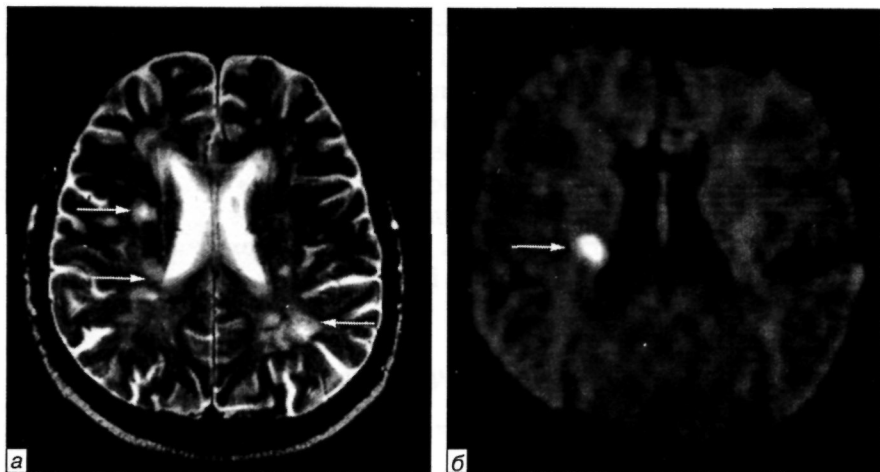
Хворий П., 78 років, діагноз: лакунарний інфаркт у правій півкулі головного мозку. В анамнезі раніше перенесені лакунарні інфаркти. МРТ головного мозку через 46 год від початку захворювання: аксіальна площина, зрізи на рівні тіл бокових шлуночків:
